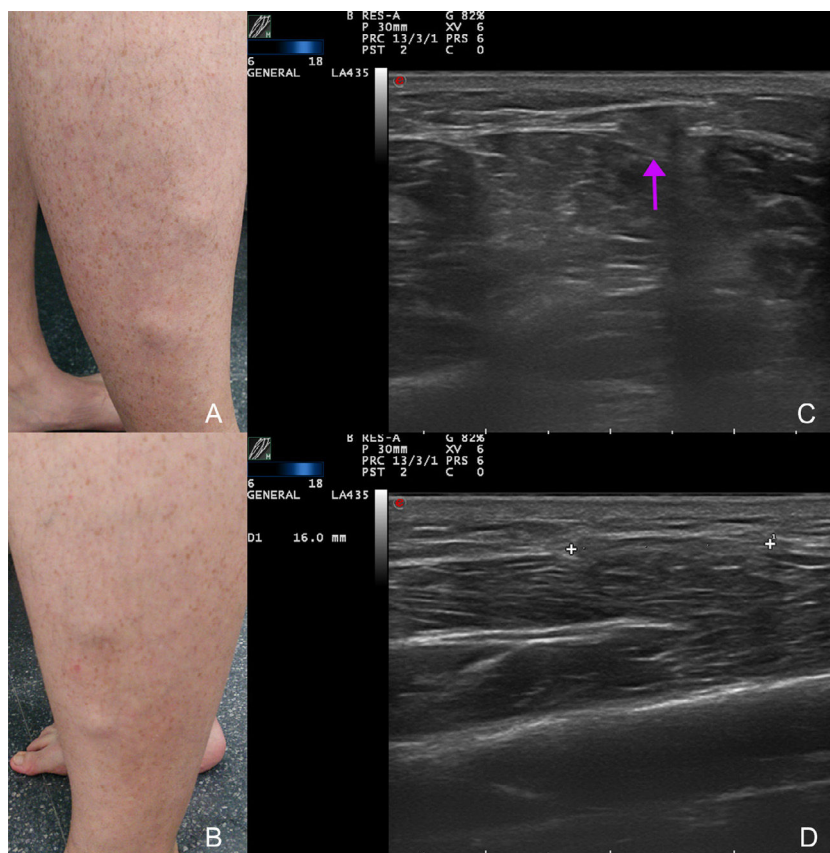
A) Nódulos en cara lateral de la pierna derecha. B) Nódulos en cara lateral de la pierna izquierda. C) Ecografía modo B: protrusión del músculo durante la contracción a través del defecto de la fascia (flecha). D) Ecografía modo B: discontinuidad de la fascia durante la relajación muscular (entre marcadores).
